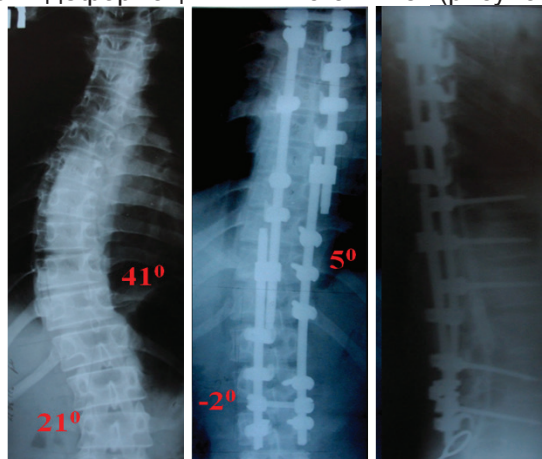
Рентгенограммы пациентки К., 16 лет
